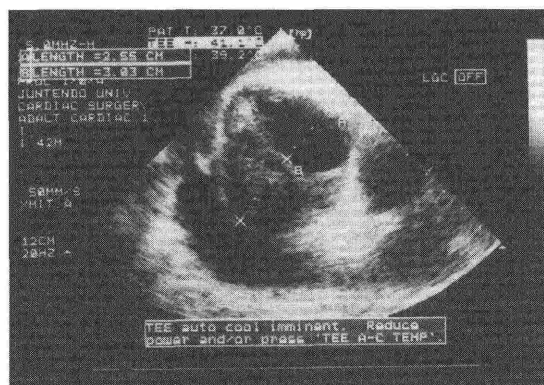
術前経食道心臓超音波所見；55mmと拡大した上行大動脈に、真腔と血栓閉塞した偽腔を認める。偽腔内の血栓は比較的新しいものであり、intimal tearには可動性を認めた。
